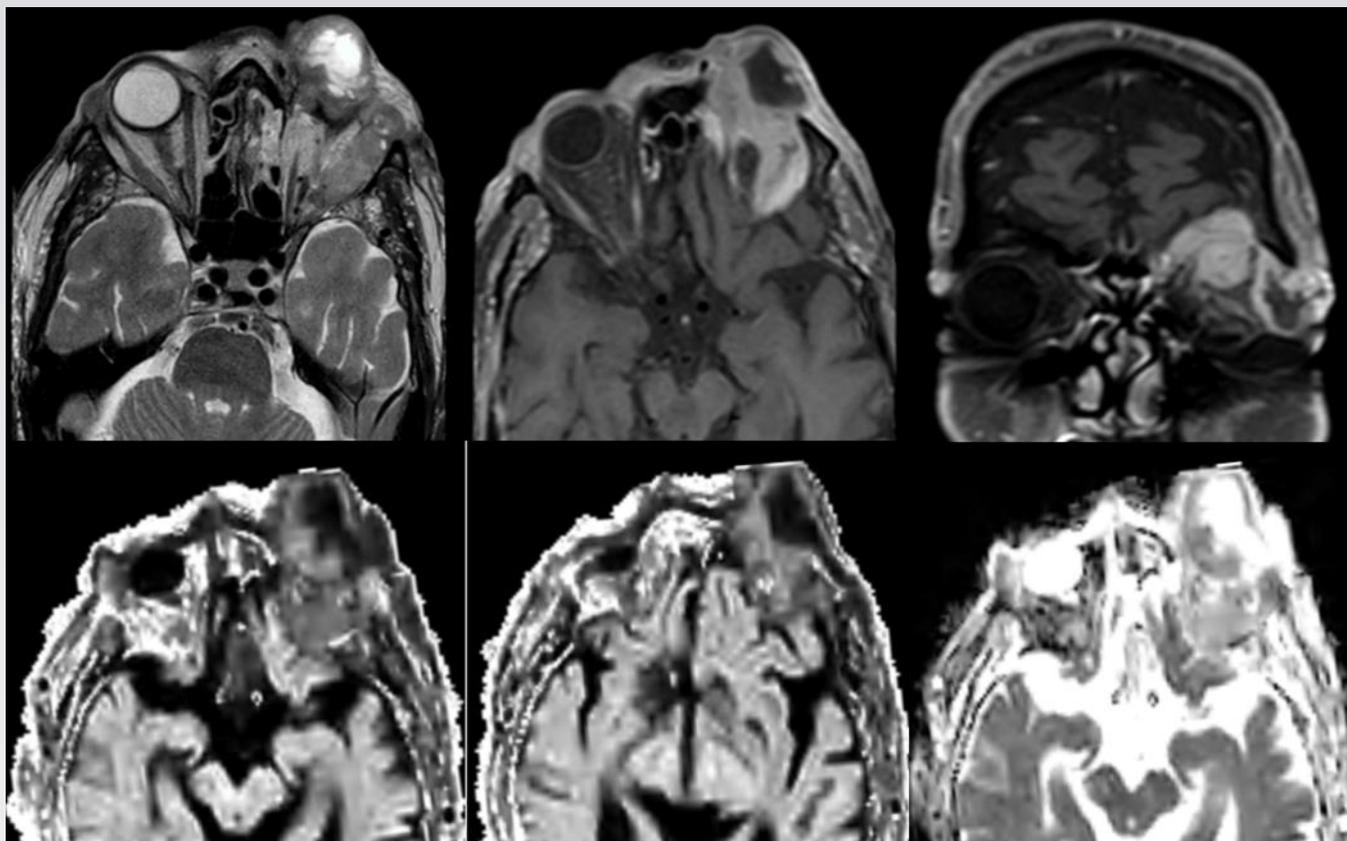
RM secuencia ponderada en T2 axial, y T1 FS axial y coronal con gadolinio, y secuencias de DWI y ADC.
